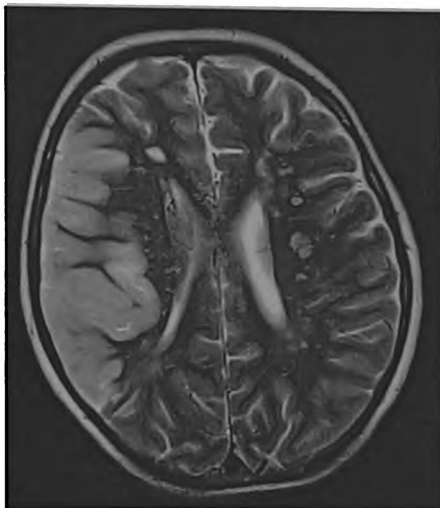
Мальчик К. МРТ головного мозга (Siemens Magnetom Avanto 0,5 Тл, 10е сутки болезни). Картина обширного инфаркта в бассейне правой среднемозговой артерии с отеком и компрессией правого бокового желудочка, множеством острых лакунарных инфарктов в подкорковых отделах левого полушария; множественные менее свежие глиозно-кистозные очаговые изменения (вследствие ранее перенесенных лакунарных инфарктов)
